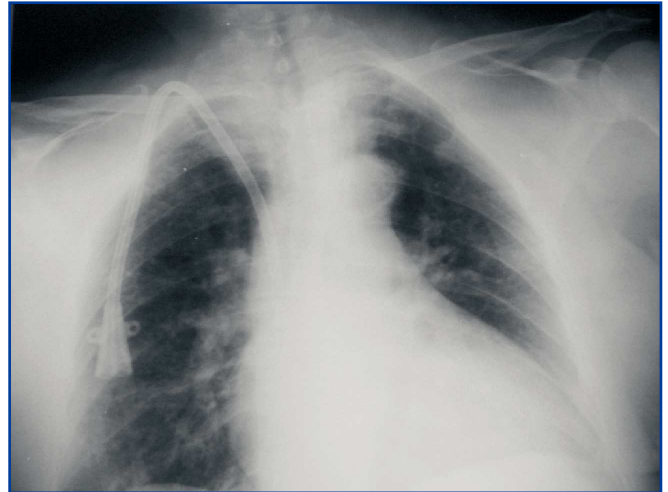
Radiografía P-A de tórax en la que se observa el catéter permanente en vena innominada derecha e insertado inmediatamente por encima de la clavícula.
